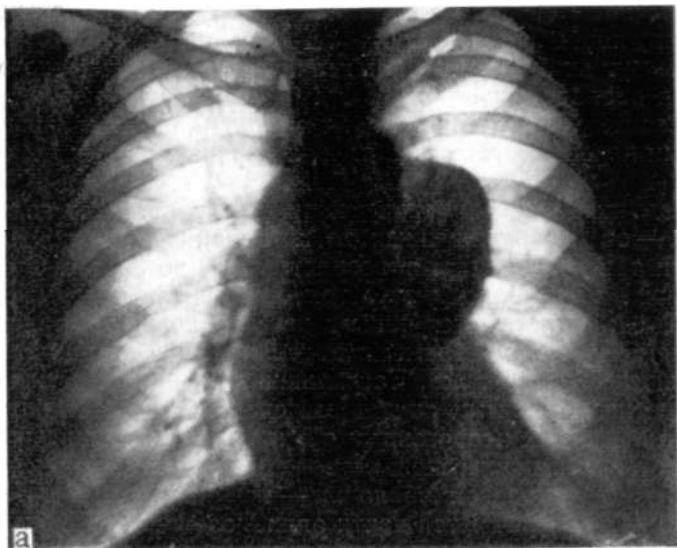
Неврогенная опухоль средостения, а—прямая рентгенограмма; б—боковая рентгенограмма;
